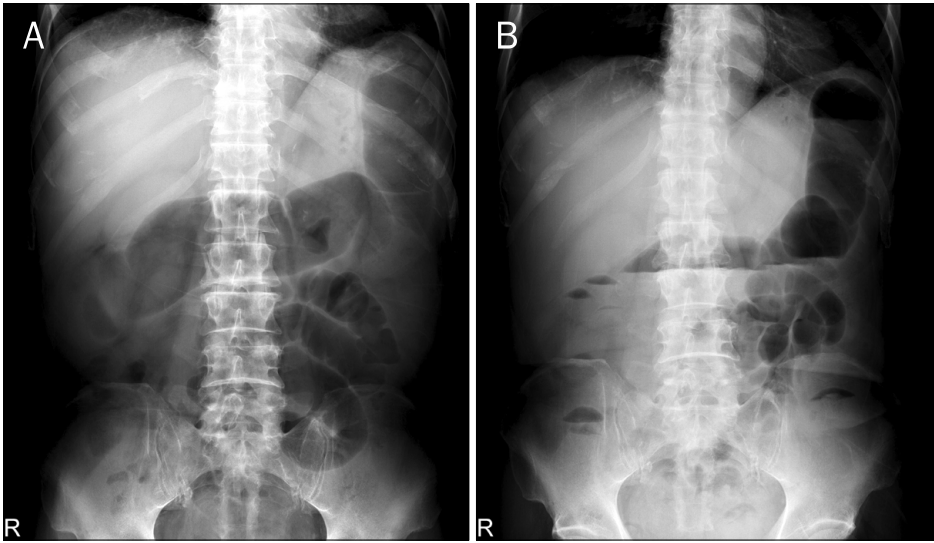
Abdominal simple x-ray. It showed the distension of the transverse colon, and small and large bowel ileus.
